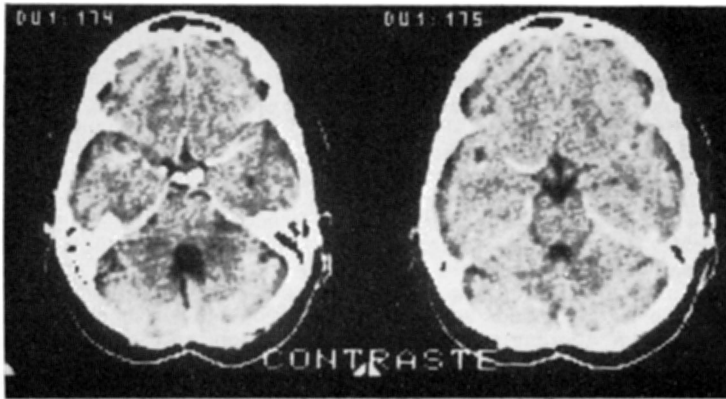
Caso JPP. TC de controle, demonstrando desaparecimento da lesão 10 meses após a operação.
